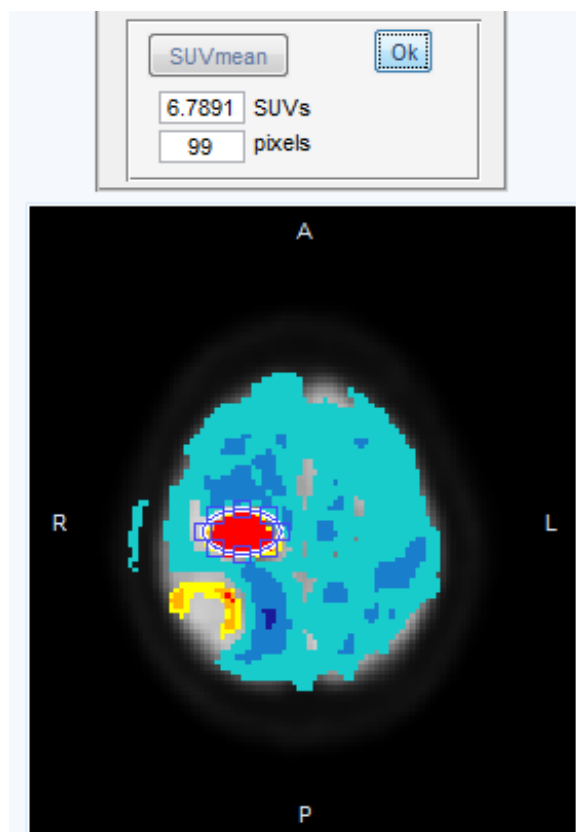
Exemplo ilustrativo da marcação de uma ROI de forma elíptica numa zona metastizada. Identificação da respectiva média de actividade (em SUVs) e do número de píxeis que a constitui.
